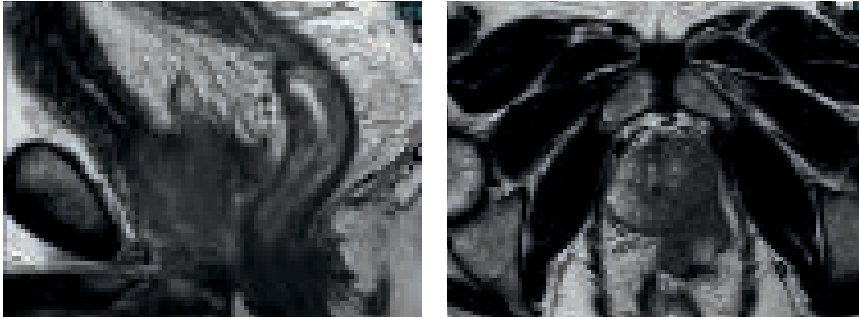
Multiparametrisches MRT der Prostata eines Patienten mit lokal fortgeschrittenem PCa und kapselüberschreitendem Wachstum linksseitig, links sagittale Darstellung, rechts axiale Darstellung
